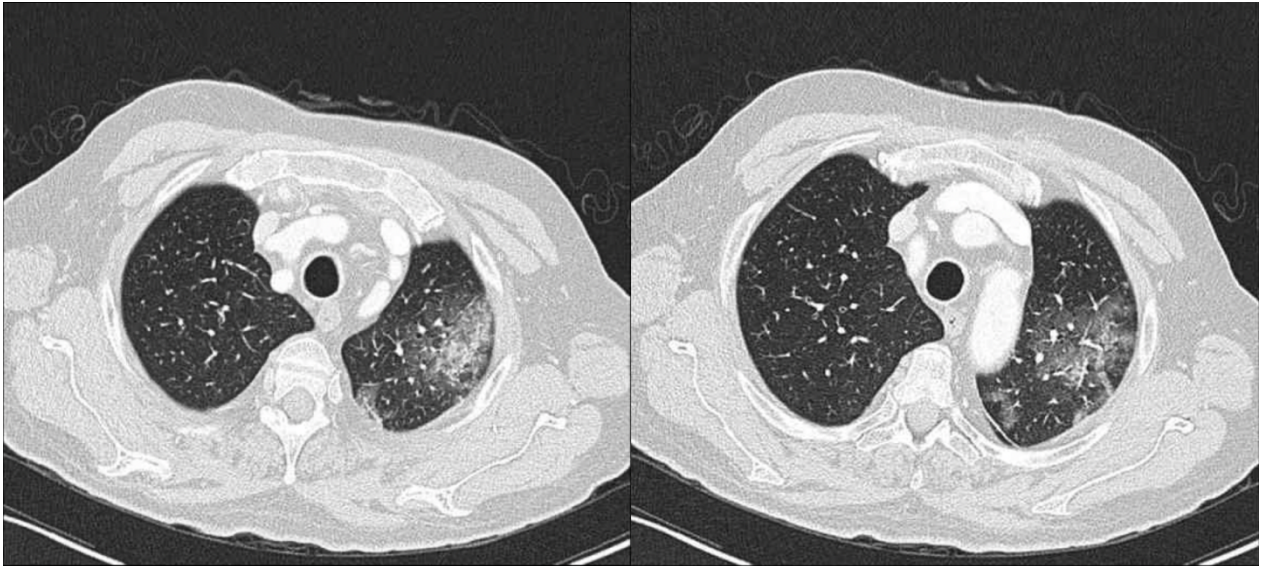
Beispielhaftes CT-Bild einer EGPA (42)
